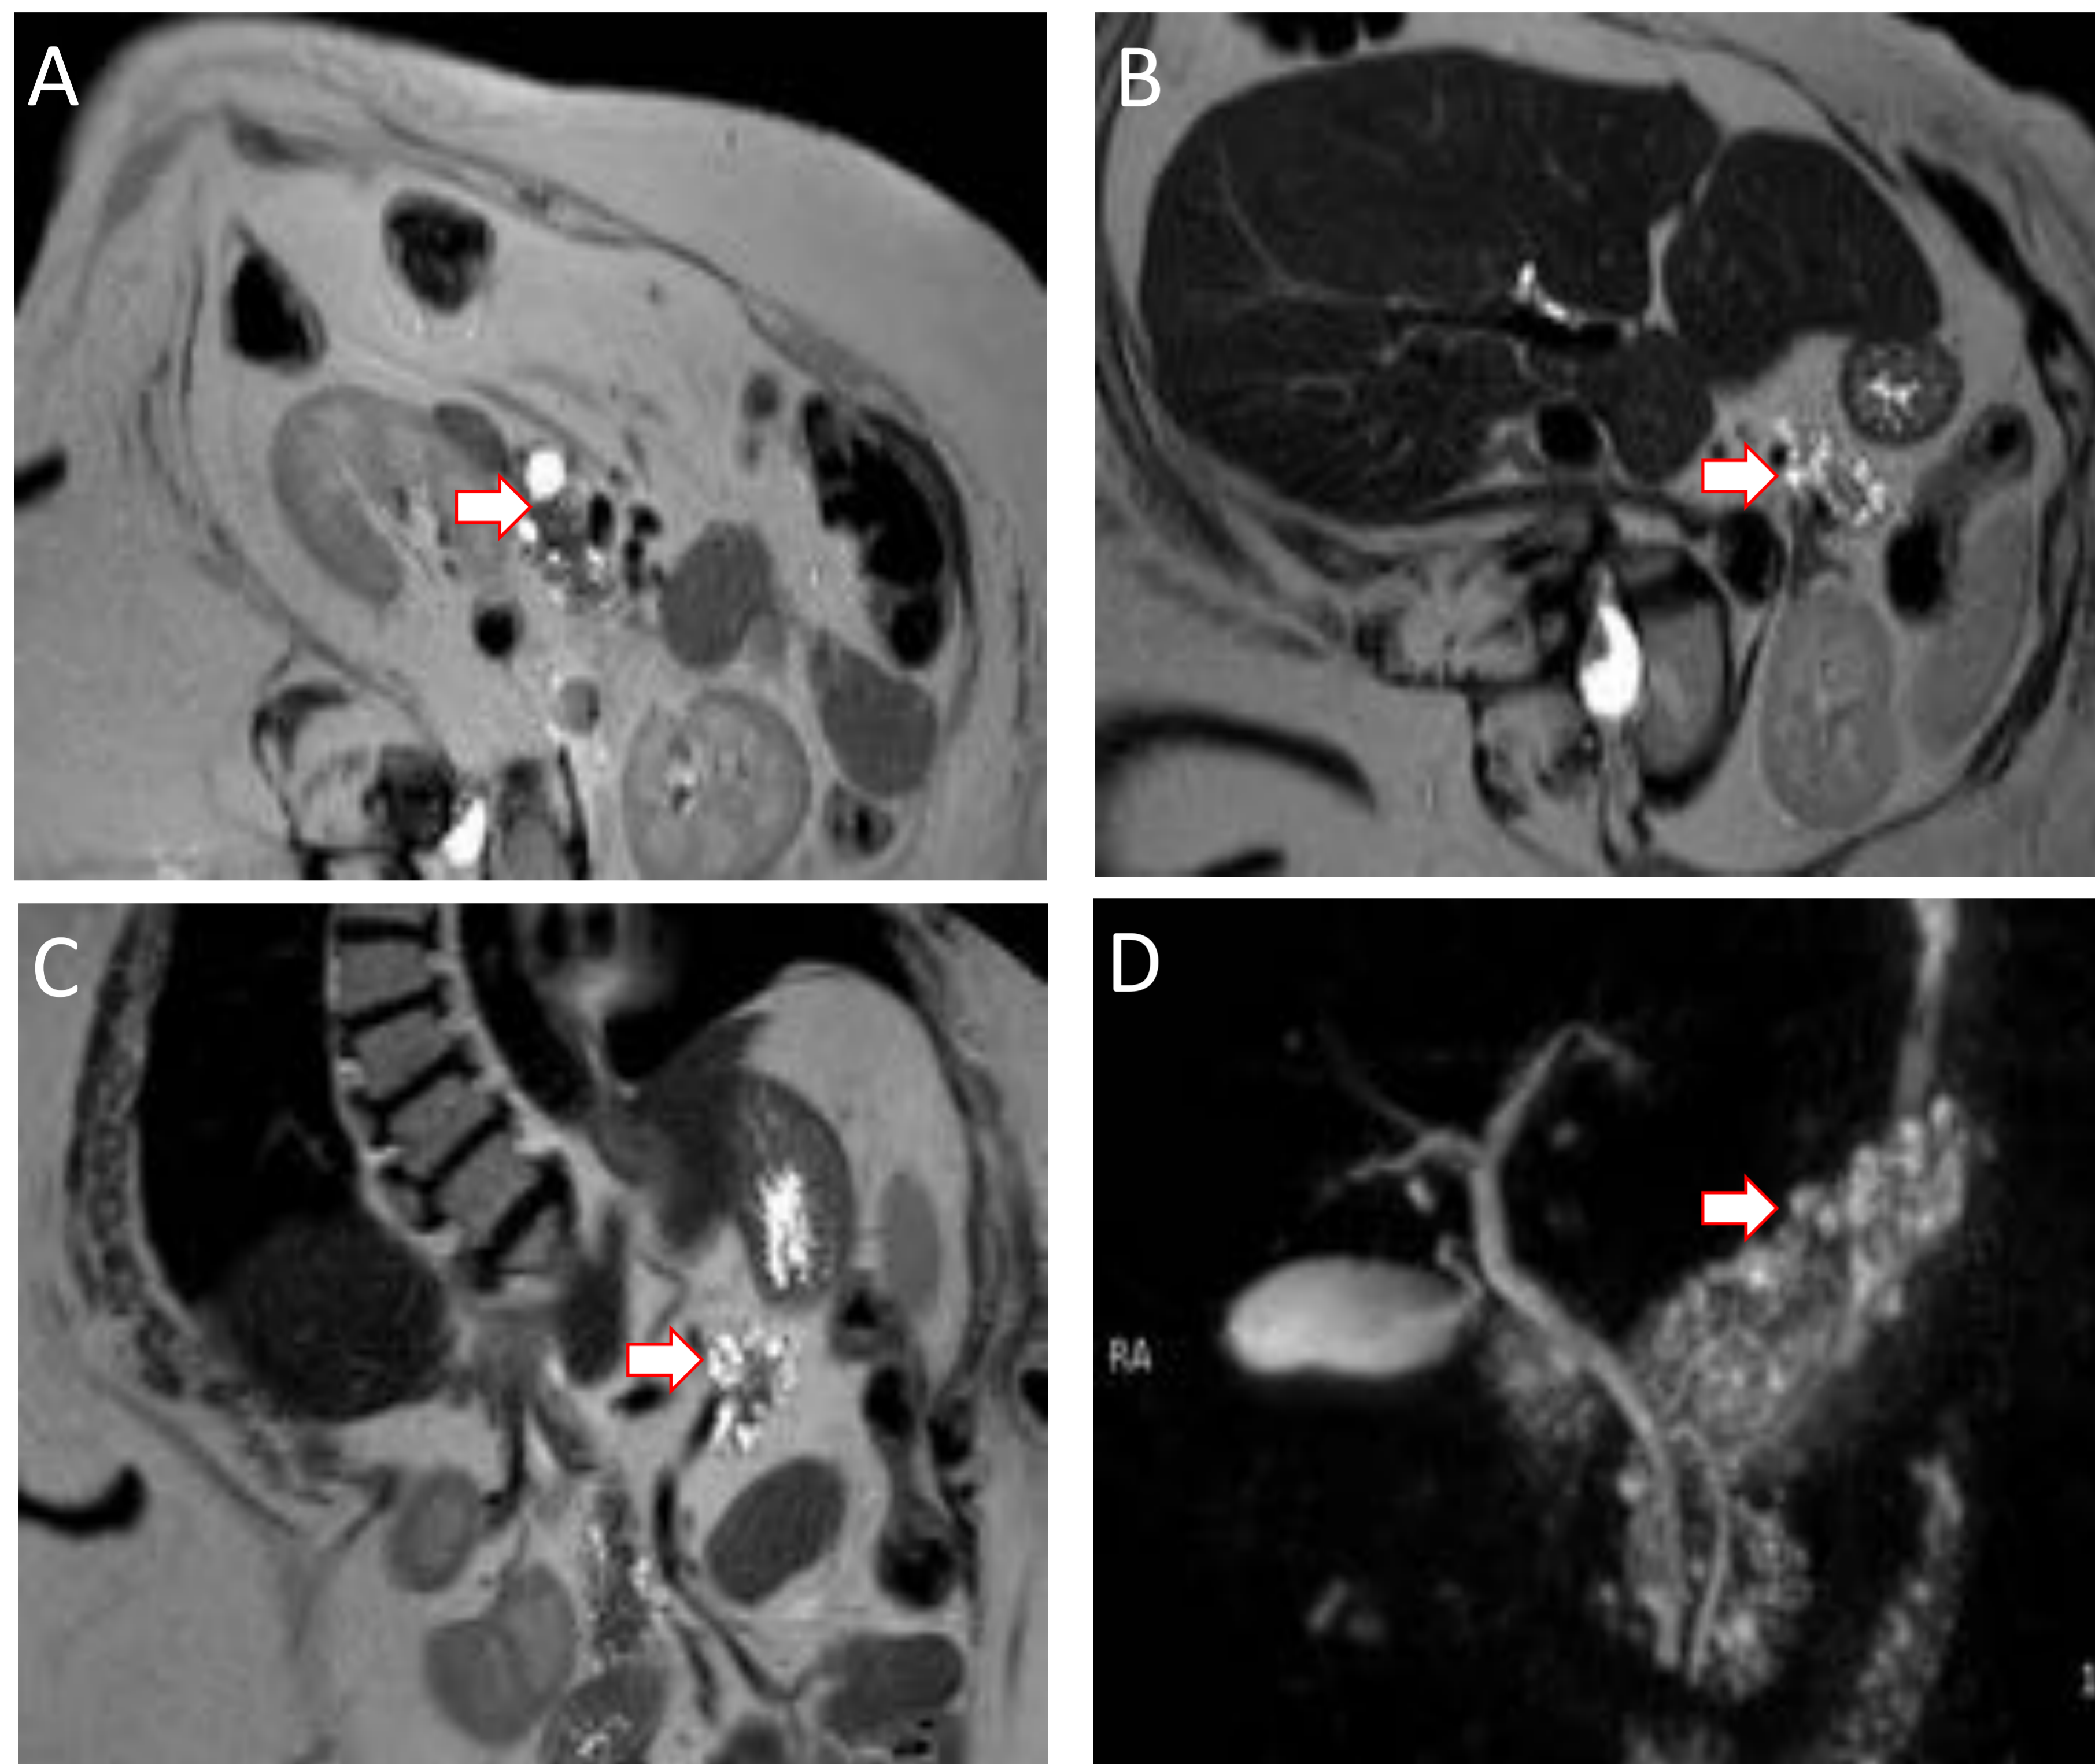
Neoplasia mucinosa papilar intraductal de rama. A), B) y C) RM secuencias T2. D) Colangio-RM. Se aprecian múltiples formaciones quísticas de pequeño tamaño hiperintensas en T2 (flechas), que afectan a toda la glándula pancreática y parecen tener conexión con el conducto pancreático principal.
